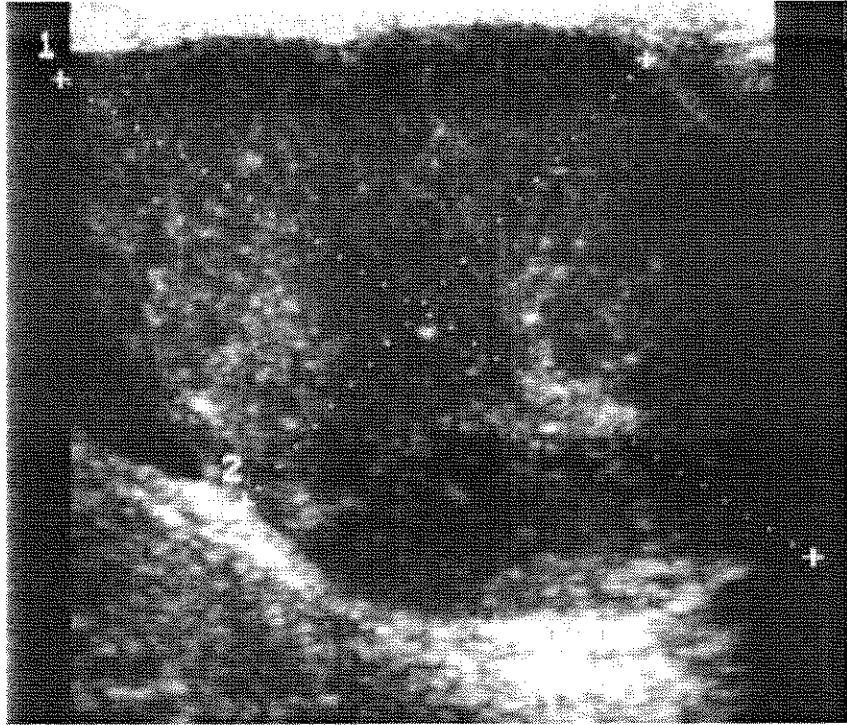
échographie scrotale montrant une masse tumorale du testicule gauche.
